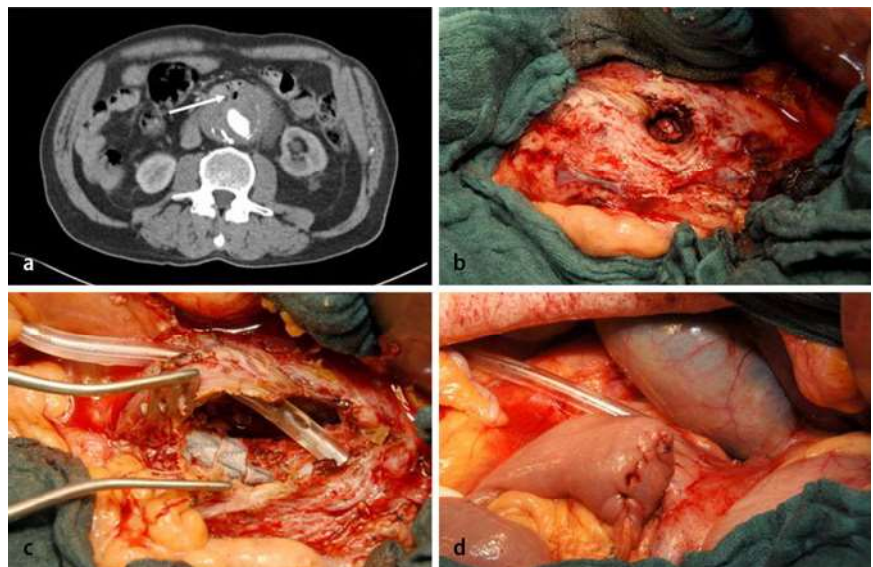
▲ Diagnostik und intraoperativer Situs des Patienten A. In der präoperativen CT-Angiographie konnten paraaortal gelegene Luftsinschlüsse detektiert werden (Pfeil). Ein direkter Kontrastmittelaustritt war nicht feststellbar (a). Nach endovaskulärem Bridging-Manöver erfolgte die offen-chirurgische Identifikation (b) und Sanierung der AEF mittels Hygromausräumung, Lavage und Einlage von Spüldrainagen (c). Der kontaminierte Endograft wurde im Aneurysmasack belassen (c). Das fisteltragende Dünndarmsegment wurde reseziert (d) und eine retrokolische Seit-zu-Seit-Anastomosierung durchgeführt. (Quelle: Mit freundlicher Genehmigung der Abteilung der diagnostischen und interventionellen Radiologie, Universitätsklinikum Heidelberg, Prof. Dr. med. Kauczor)
